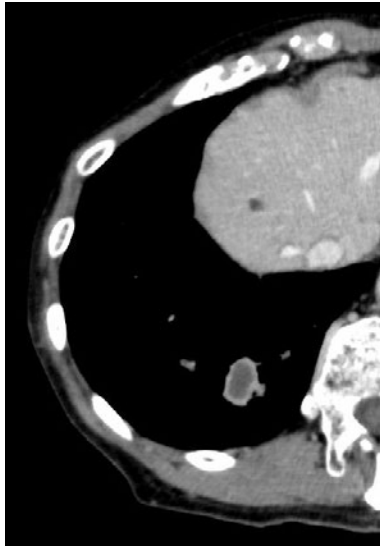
Chest CT showing a 33-mm mass on the right lower lobe with contrast enhancement on its margin.
